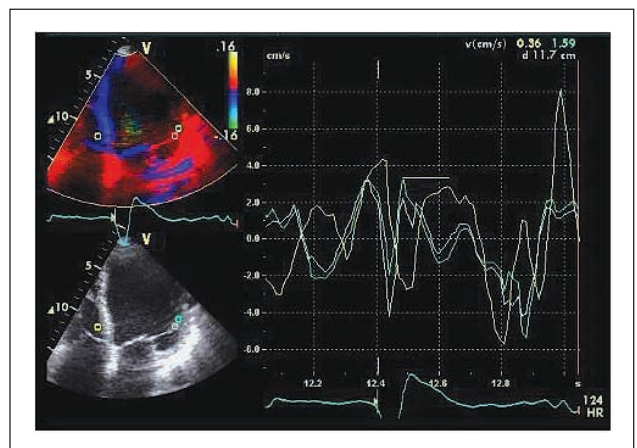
Darstellung der Wandbewegungsgeschwindigkeit im Gewebedoppler; man erkennt die Dyssynchronie zwischen Septum und Lateralwand des linken Ventrikels.
